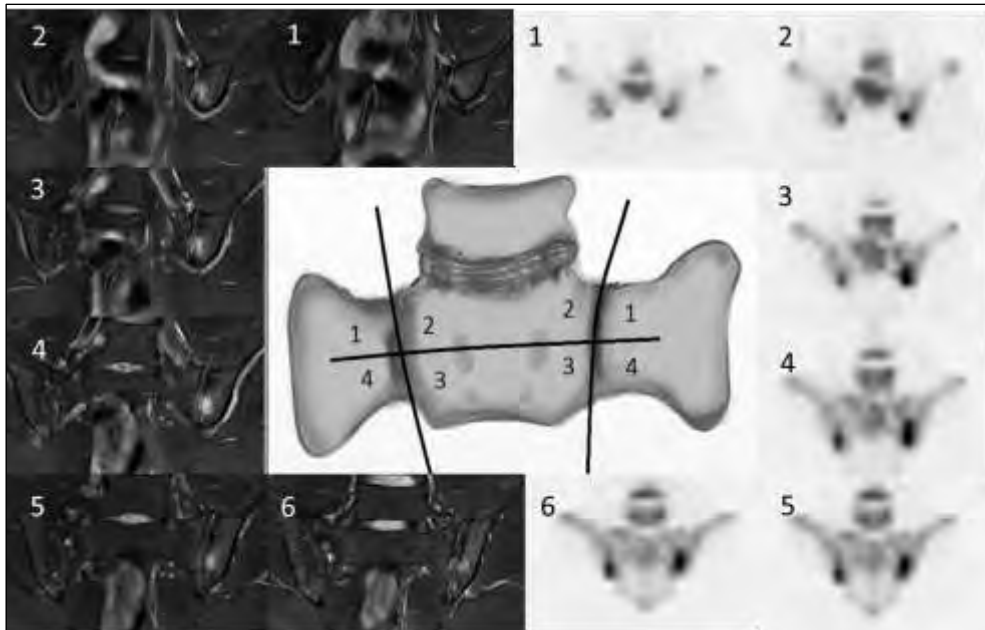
Score SPARCC en IRM et score d'activité en TEP
